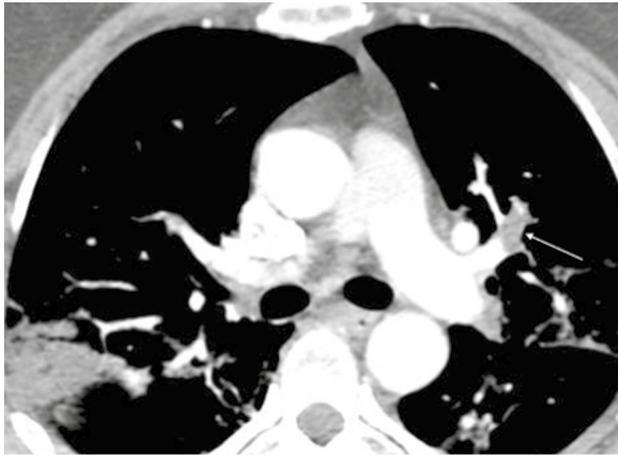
Imagem de Angio-TC de artéria pulmonar pós-trombólise em corte transversal. Na seta: falha de enchimento segmentar para o lobo superior do pulmão esquerdo.
